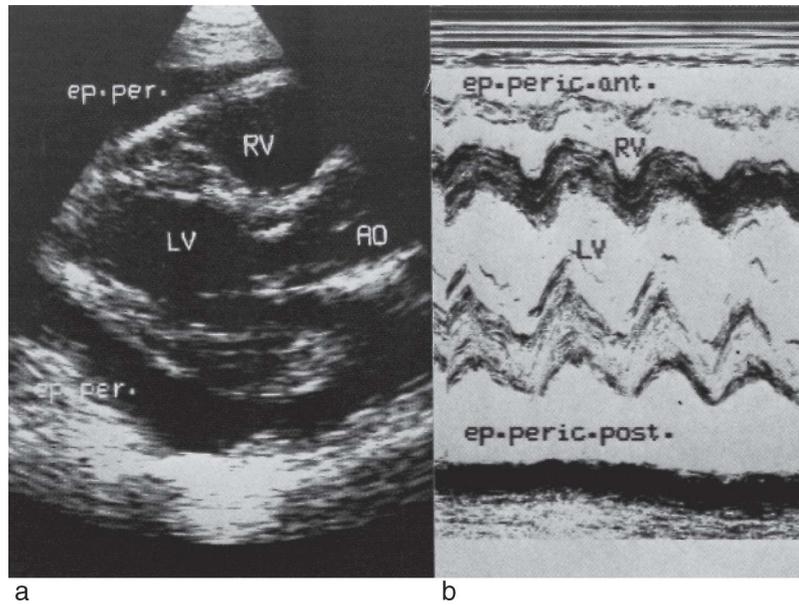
Épanchement péricardique abondant antéro-postérieur en coupe parasternale longitudinale (a) et à l'écho TM (b).
